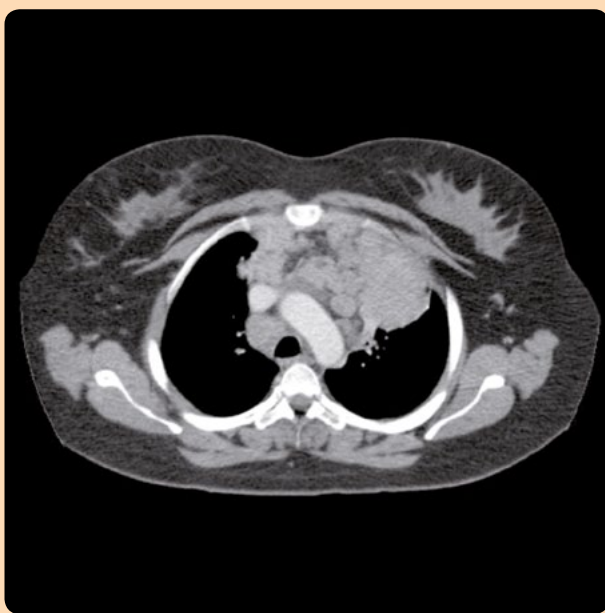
Corte transversal de tomografía de tórax. Se observa masa mediastino-pulmonar, de 70 por 49 por 62 mm de diámetro, localizada en el hemitórax superior y anterior izquierdo, y adenomegalias mediastinales e hiliares.
